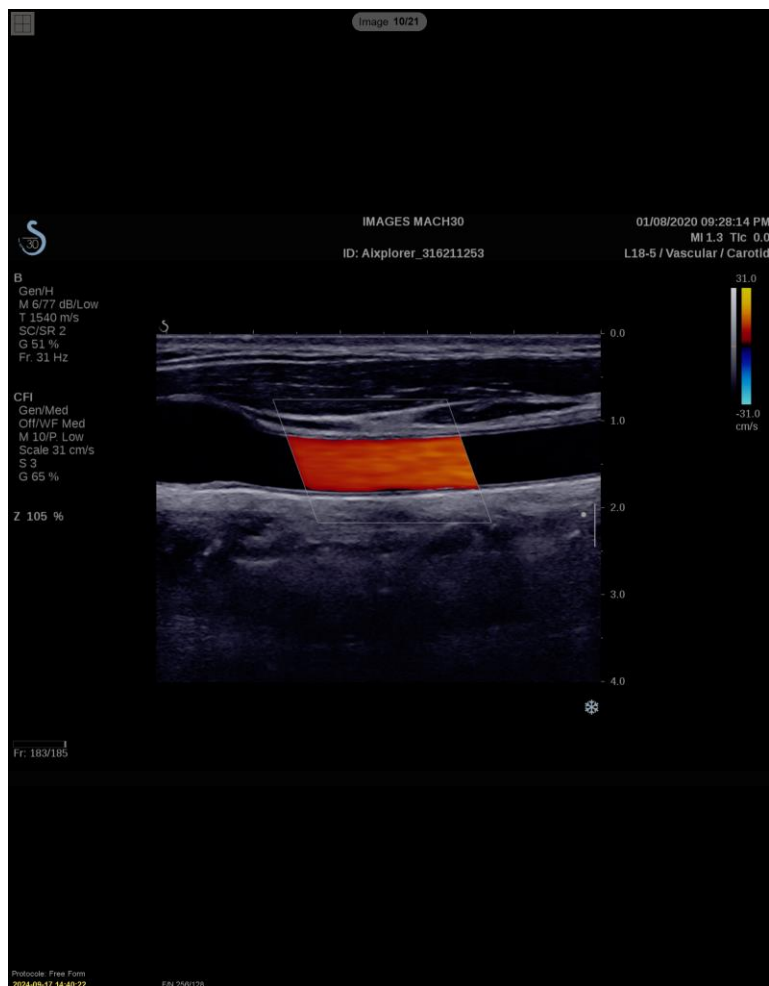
Navigation parmi les images échographiques
